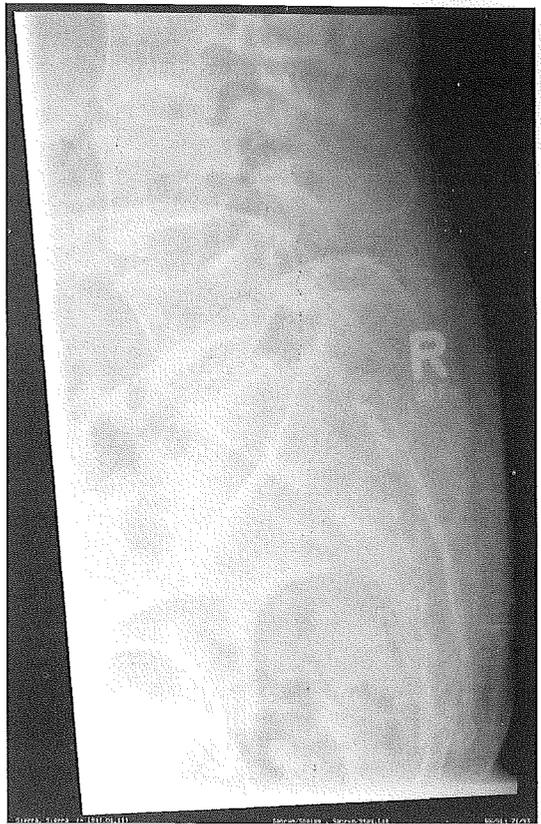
Gefilterte Version der Radiographie aus Abbildung 16.
